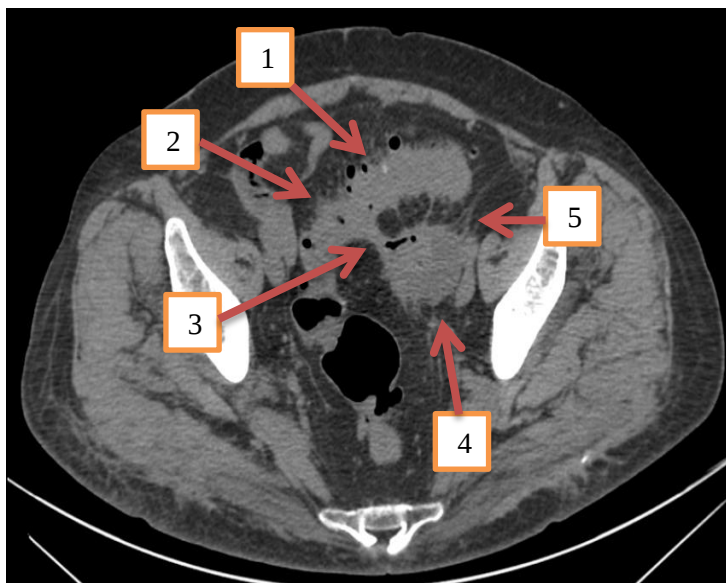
Пациент А., 69 лет. КТ-натив, аксиальное изображение сигмовидной кишки над уровнем входа в малый таз. Картина дивертикулярной болезни, дивертикулы в сигмовидном отделе ободочной кишки – стрелка 1, утолщенная стенка сигмовидной кишки – стрелка 2, свищевой ход – стрелка 3, левый яичник – 4, паракишечный инфильтрат – стрелка 5.
